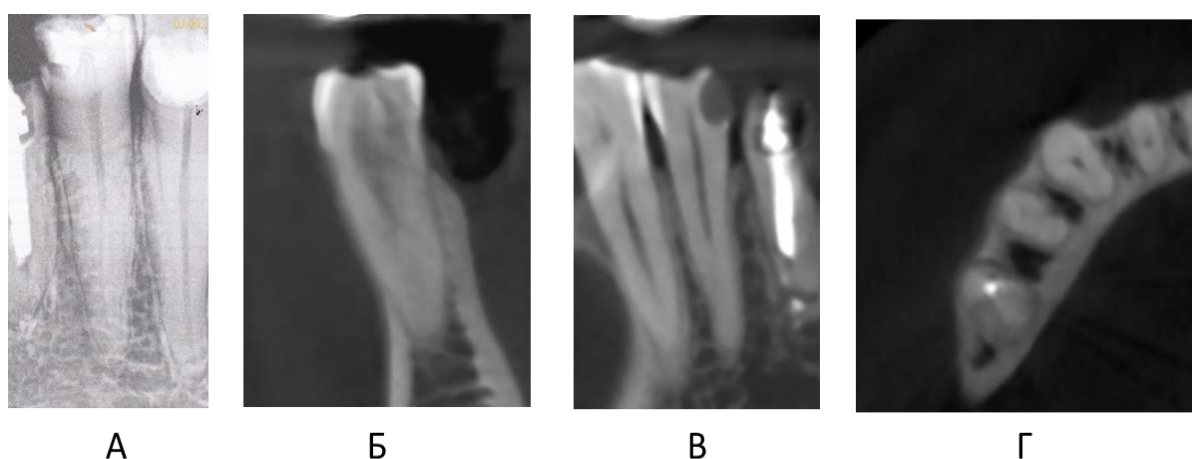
Рентгенологическое изображение первого премоляра нижней челюсти с подтвержденной С-образной конфигурацией корневых каналов: А –прицельный внутриротовой снимок; Б, В, Г – КЛКТ визуализация
